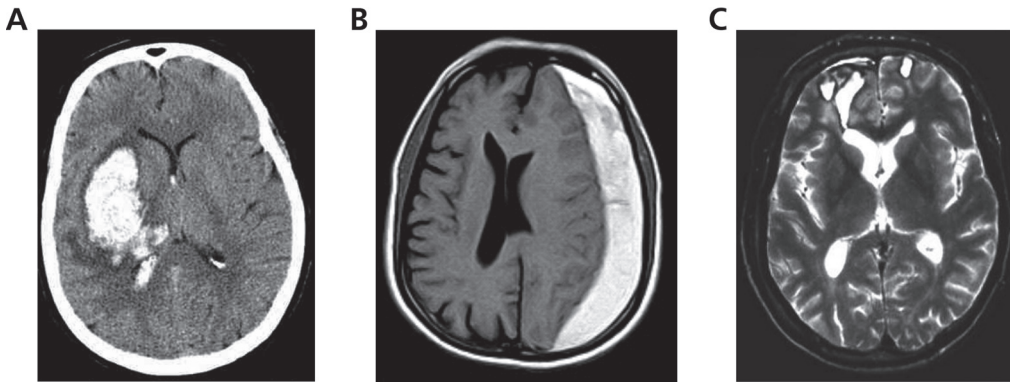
CT-Bild einer intrazerebralen Blutung.
